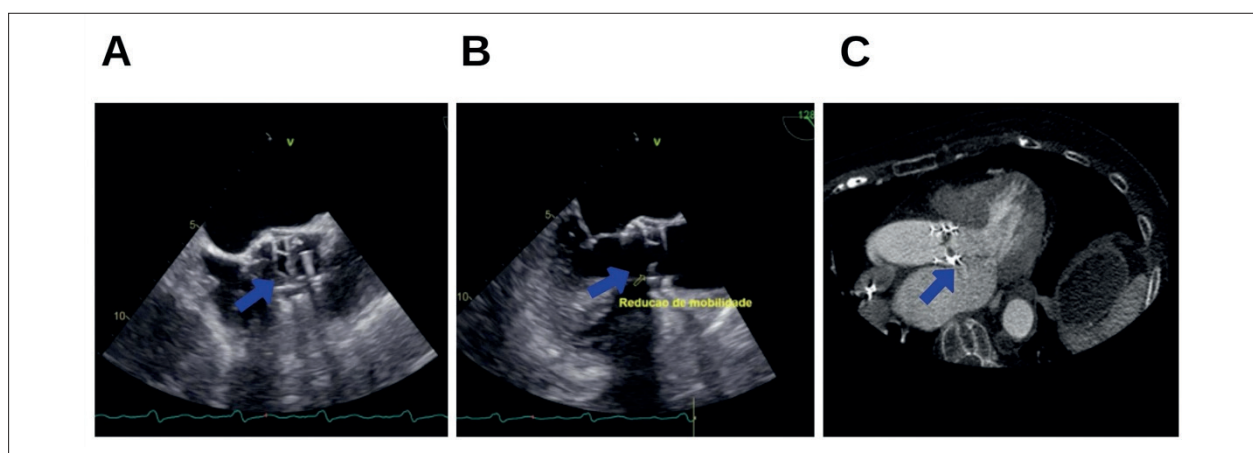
Imagens sugestivas de trombose de prótese ao ETE e TC cardíaca. A e B: ETE a 45° e 130° com evidência de espessamento dos folhetos e redução da mobilidade, respectivamente. C: áreas de HALT à TC cardíaca.
